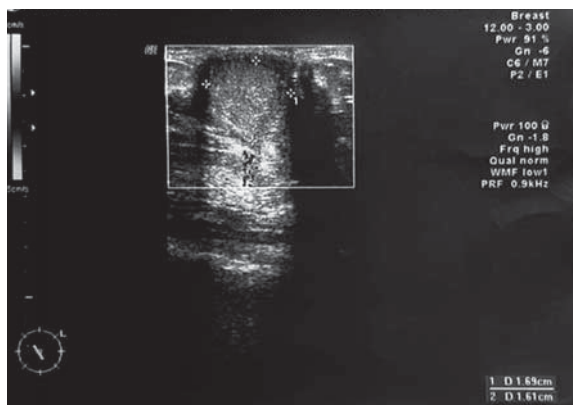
УЗИ молочных желез до операции
